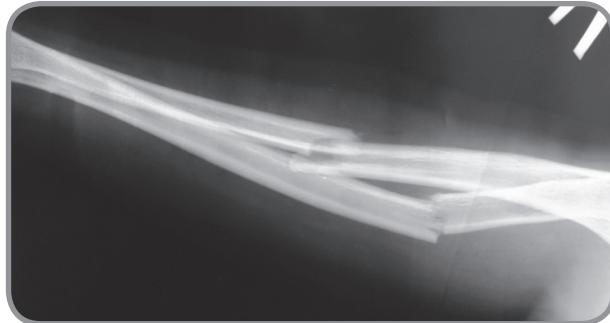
Больная М., 14 лет. Рентгенограмма при поступлении: перелом диафизов костей предплечья
